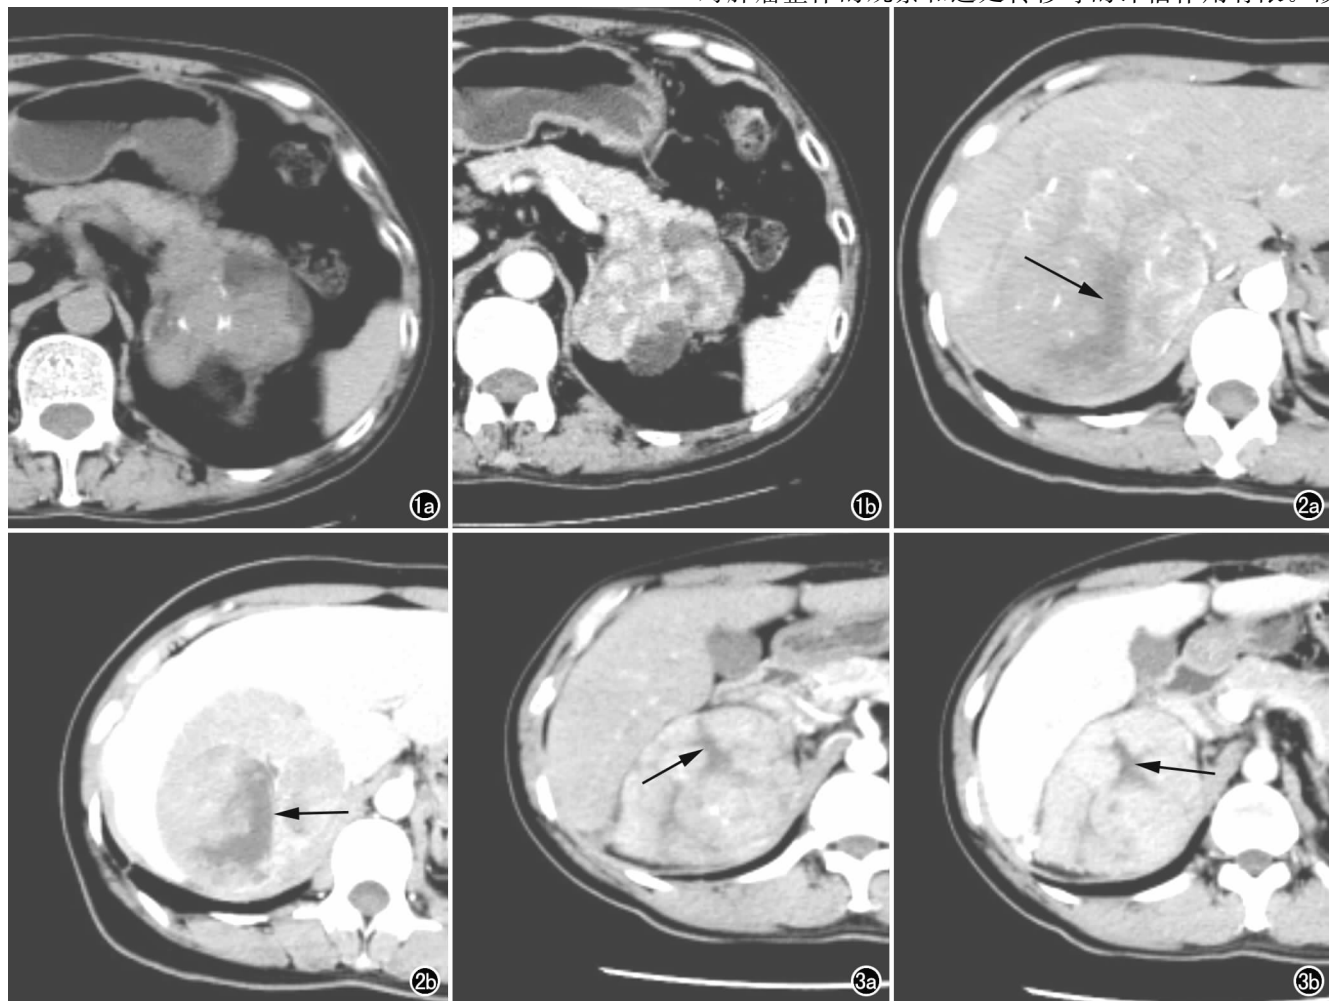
肾上腺皮质癌。a) CT 平扫示左侧肾上腺区不规则形瘤体,瘤体边缘见斑片状低密度区,CT 值-10HU(箭),病灶内见斑点状钙化; b) 增强扫描动脉晚期示瘤体中心部分不均匀强化,瘤体边缘轻度强化。图 2 肾上腺皮质癌。a) 增强扫描动脉期示右侧肾上腺巨大肿块,瘤体内部可见粗大瘢痕状坏死(箭),坏死边缘锐利、清晰,瘤体内血管丰富,由外周伸入瘤体内部; b) 门脉期示瘤体均匀强化,坏死边缘清晰(箭)。图 3 肾上腺皮质癌。a) 增强扫描动脉期示右侧肾上腺巨大肿块,强化不均,内见粗大瘢痕状坏死(箭); b) 门脉期示瘤体实质部分均匀强化,坏死边缘锐利(箭)。
